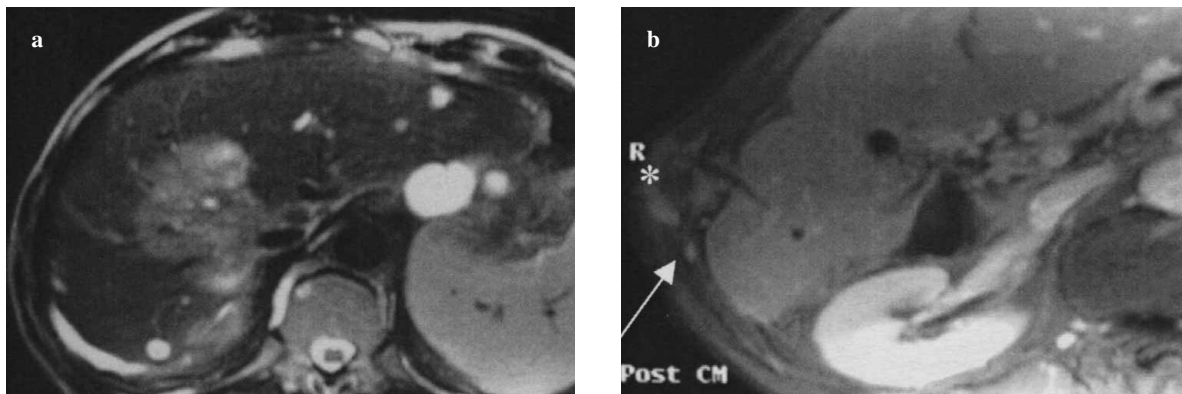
Large mass-like hilar cholangiocarcinoma. The lesion is hypointense in the coronal T1-weighted sequence and hyperintense in the T2-weighted sequence (a). After contrast medium administration (b), a subcutaneous metastasis due to neoplastic colonisation after percutaneous cholangiography (PTC) is shown (asterisk). The needle path is tubular and hypointense in comparison with the lesion (asterisk).
